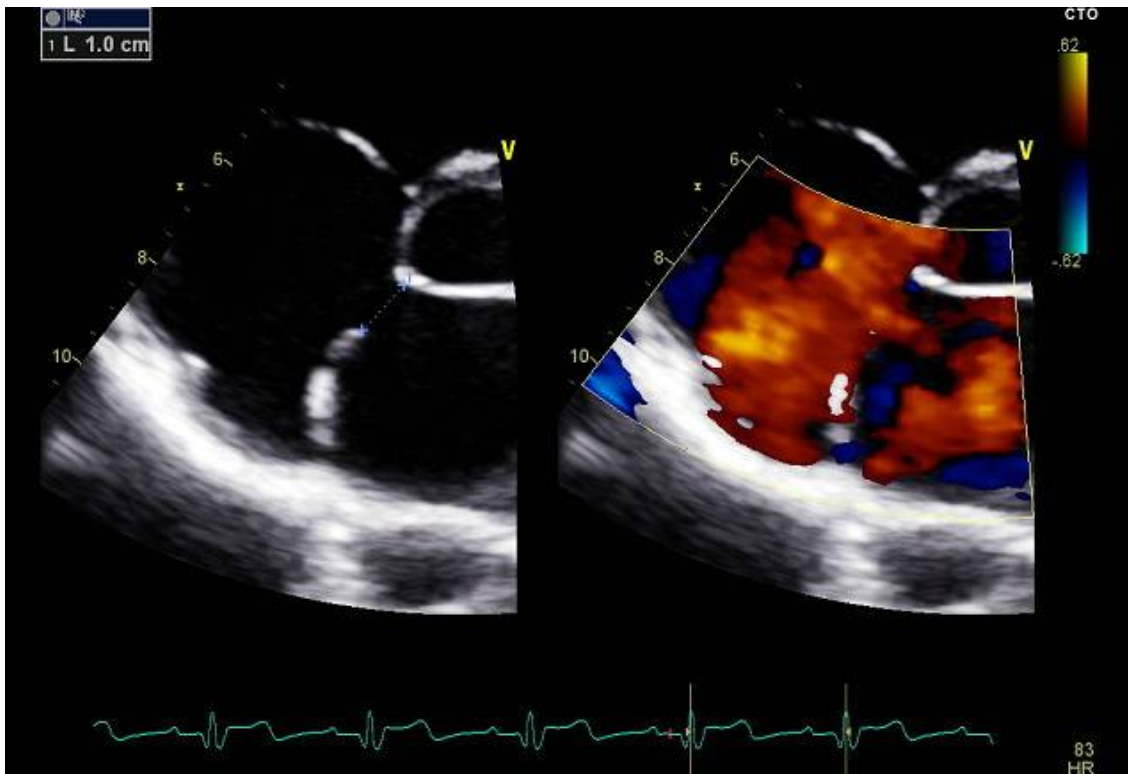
Coupe parasternale petit axe objectivant un shunt pré-tricuspide gauche droite.
